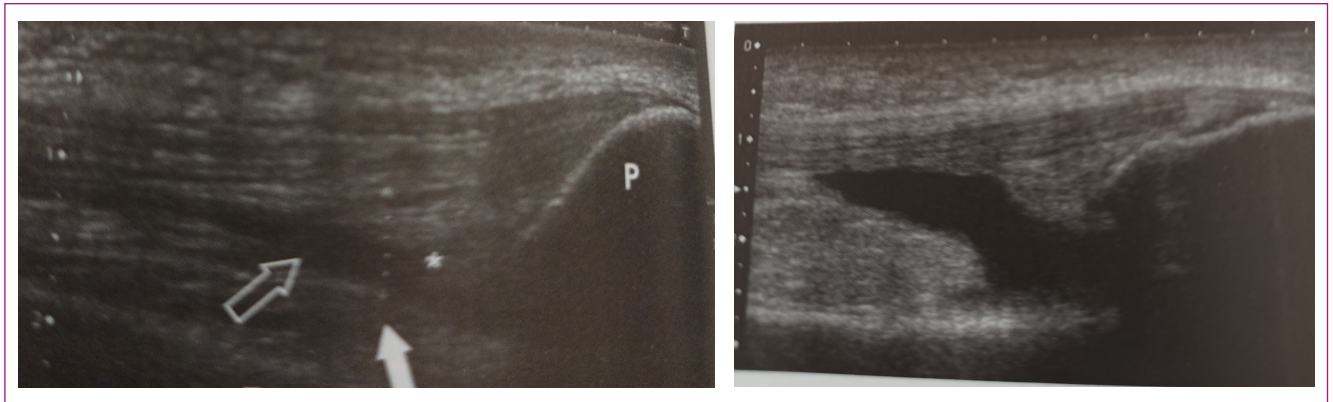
Ecografía rodilla (imagen izquierda normal, imagen derecha con derrame).
